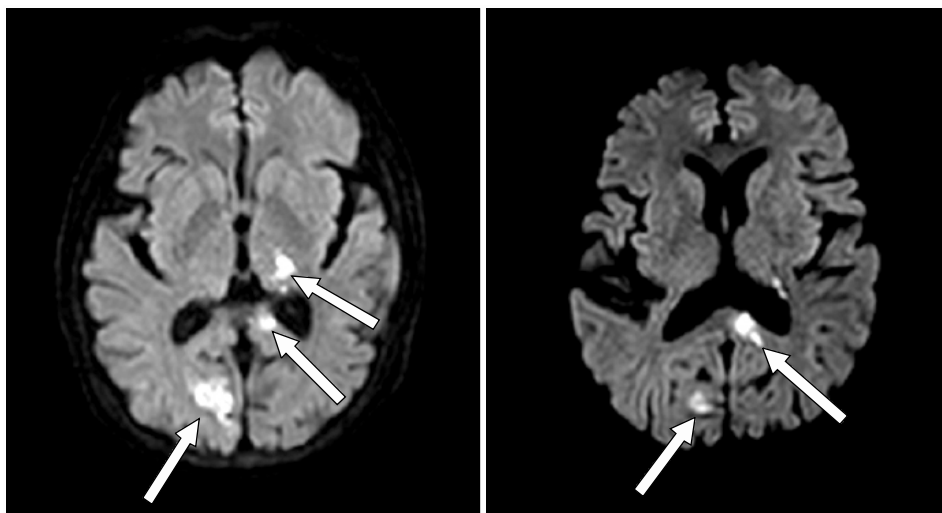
Diffusion weighted MRI shows the acute infarctions (arrows) of right occipital lobe, left thalamus and posterior corpus callosum.
